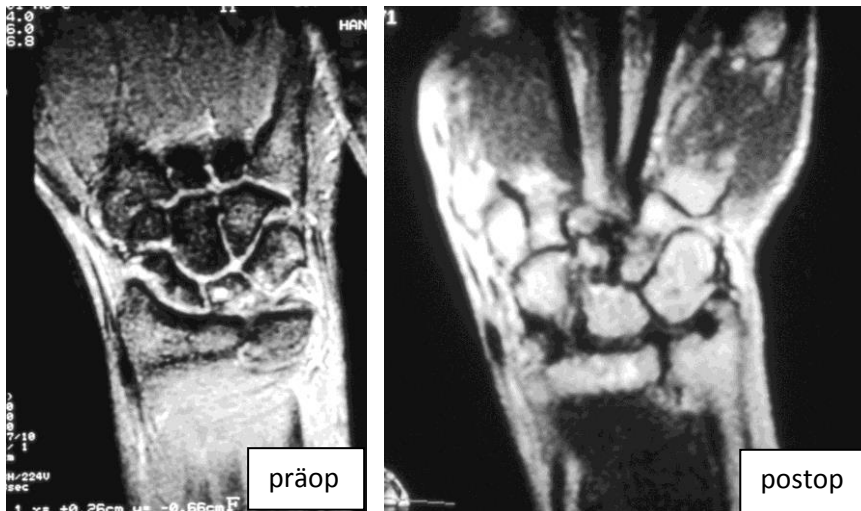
MRT-Verlauf Capitatumverkürzung (H.W. \*04.04.1939)
